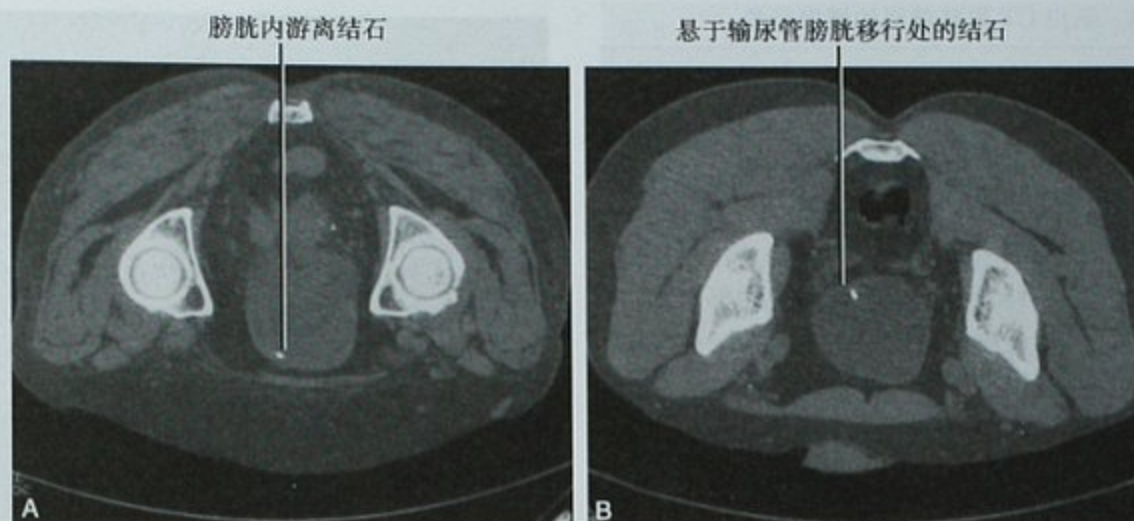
俯卧扫描用于诊断泌尿系结石。A. 俯卧位 CT 扫描横断位图像,显示结石位于膀胱下壁前方,考虑已经进入膀胱;B. 另一患者俯卧位扫描,显示结石仍悬于输尿管壁内段(结石周围的输尿管通常不显示)
